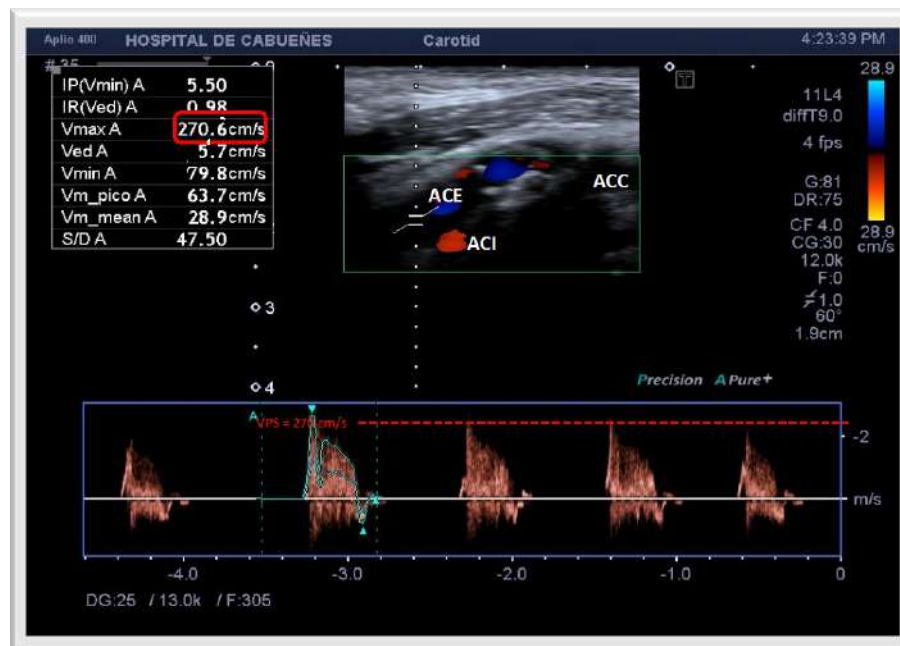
Eco-Doppler de troncos supraaórticos. Estenosis severa (>70%) de la carótida externa. ACC= arteria carótida común; ACI= arteria carótida interna; ACE= arteria carótida externa.
